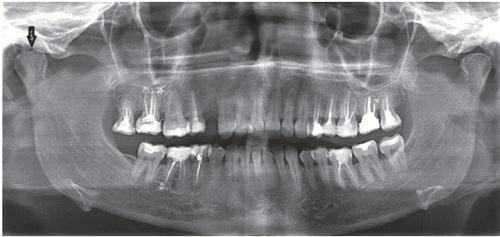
Ортопантомограмма пациента с дисплазией соединительной ткани. Удвоение мыщелкового отростка нижней челюсти справа.
